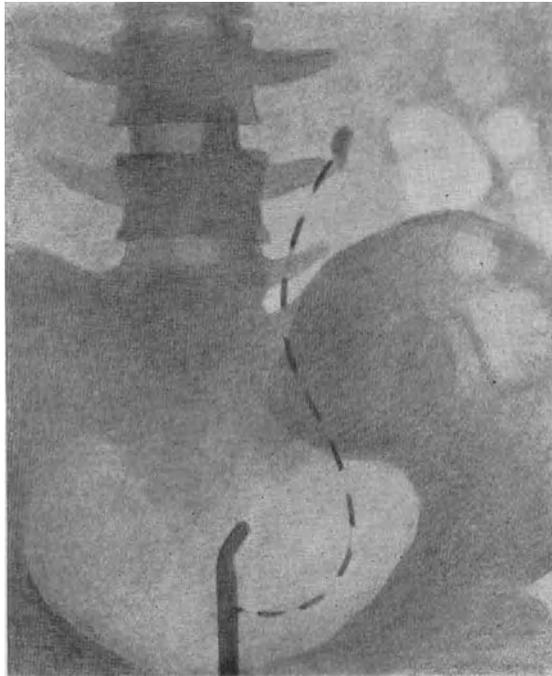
Röntgenbild. Harnleiterstein. Spitze des Wismut-Katheters am Stein. Eigenbeobachtung.
